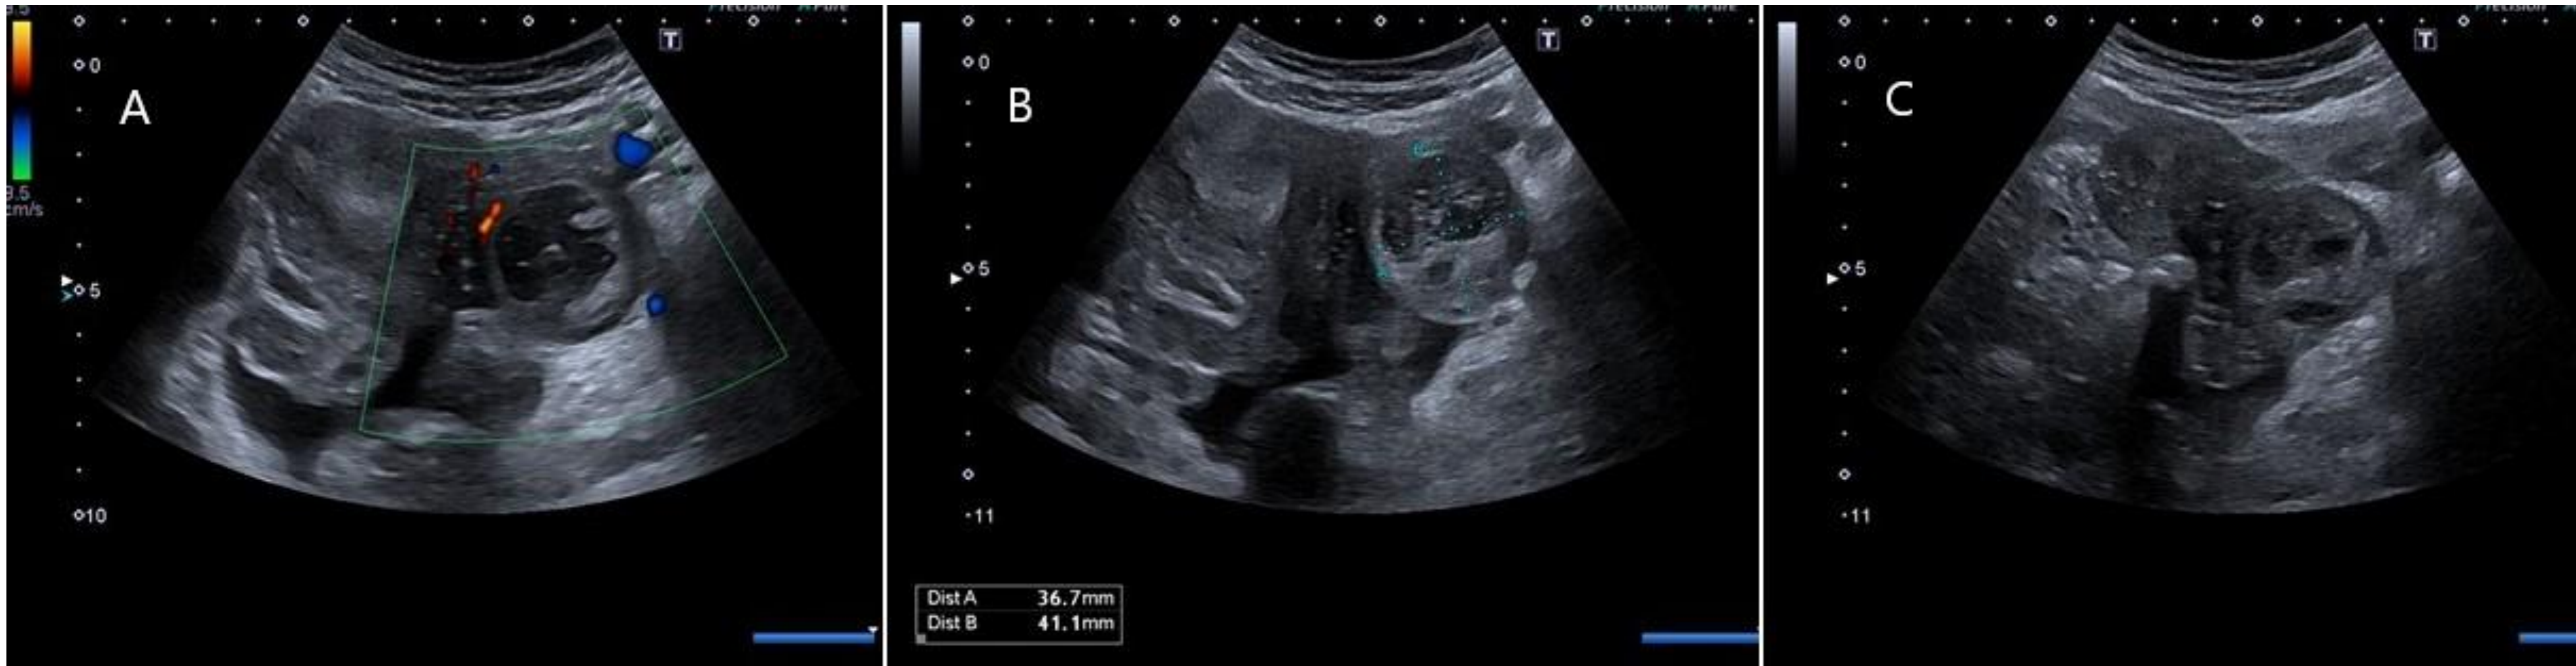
Quiste hemorrágico. Ecografía modo Doppler (A) y modo B (B y C)
